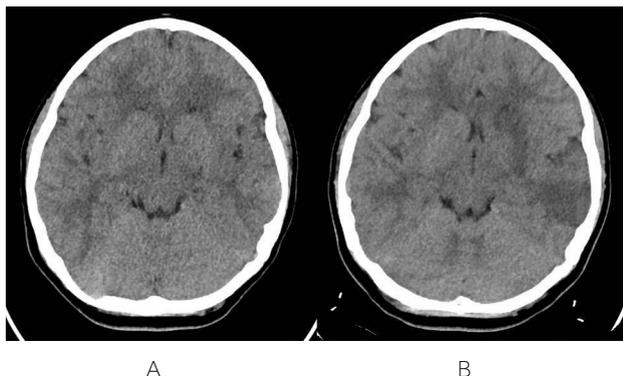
Escolar de 10 años, mujer, que consulta por hemiparesia derecha, afasia y asimetría facial con desviación de la comisura bucal a la derecha. 2A: TAC realizado a la hora desde el inicio de la clínica, sin hallazgos. 2B: TAC a las 9 horas desde el inicio, se visualiza imagen hipodensa núcleos caudado y lentiforme, cápsula interna y lóbulo temporal izquierdos.
